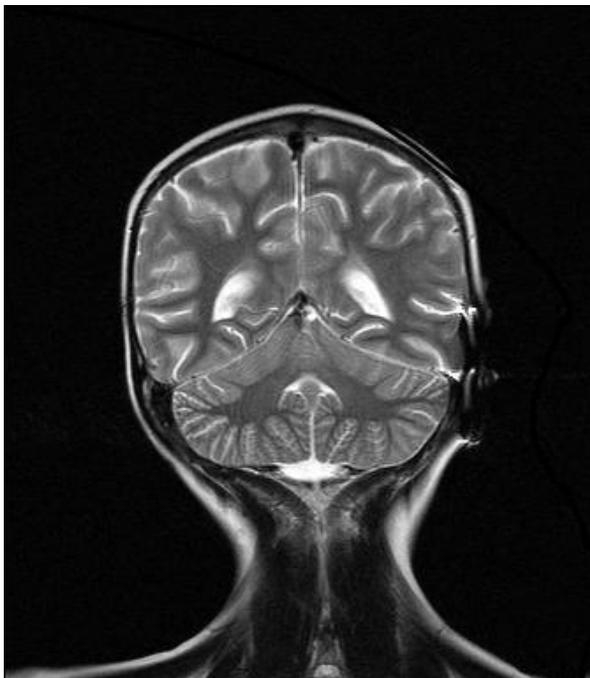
Imagen de RM de control posterior a 4 ciclos de quimioterapia.
